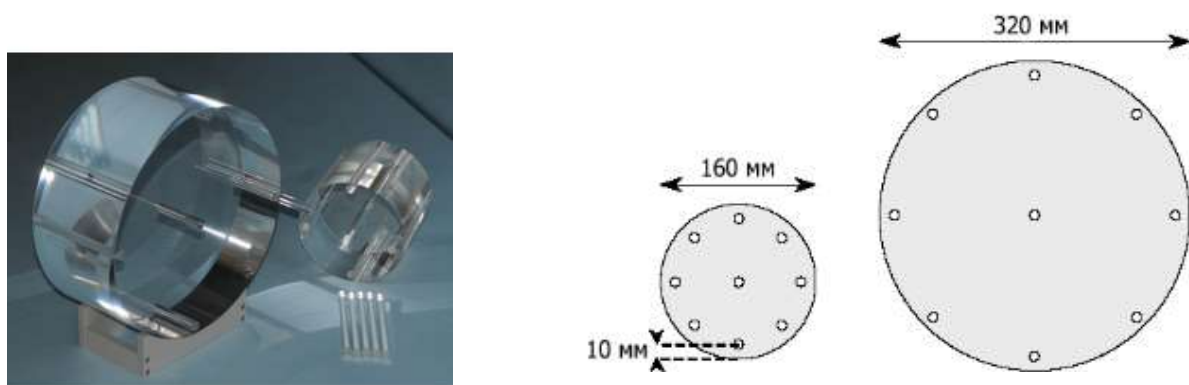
Фантоми для перевірки індексу дози КТ
